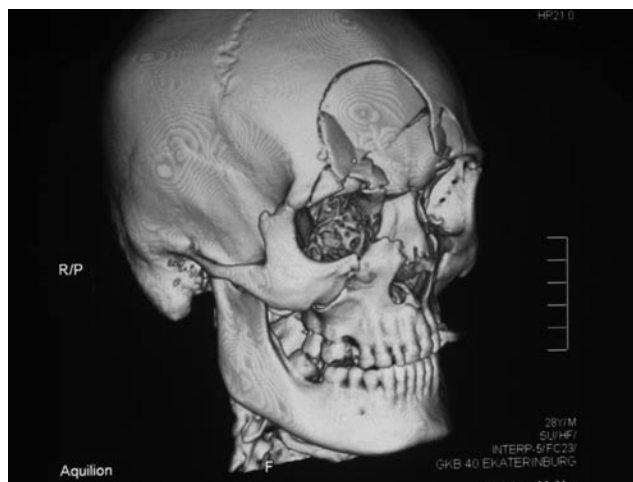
КТ черепа пациента С. до операции
